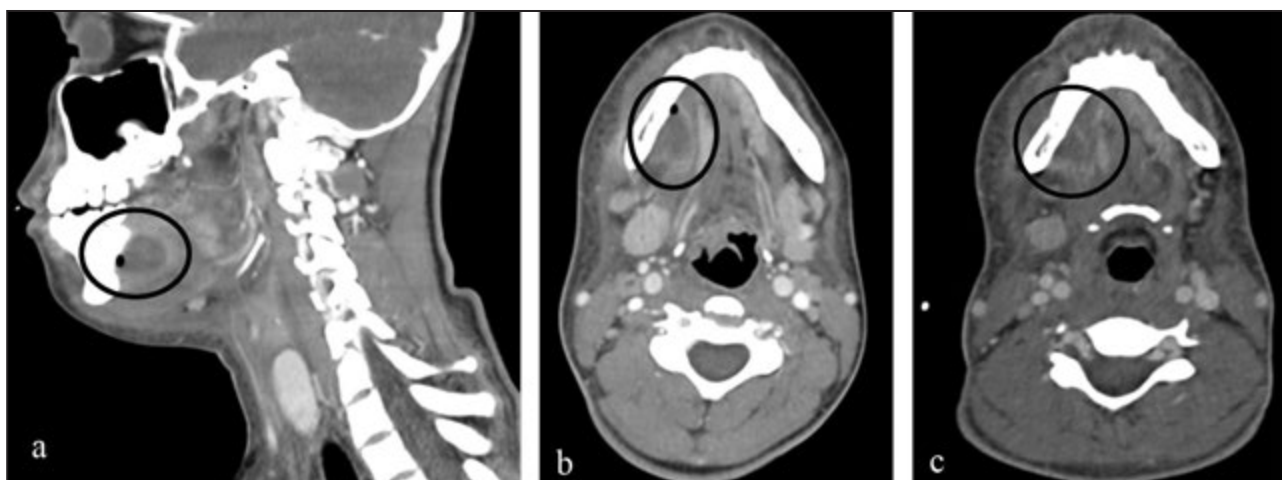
Tomografia computada cervical amb contrast. Tall sagital (a) i axial (b): col·lecció compatible amb abscess al terra de la boca de 20x15x19 mm amb petita bombolla de gas al seu interior. c) Tall axial, posterior al drenatge quirúrgic: col·lecció submandibular hipodensa de 18x22x16 mm amb lleus canvis inflamatoris als teixits circumdants. (Lesions assenyalades amb un cercle)
